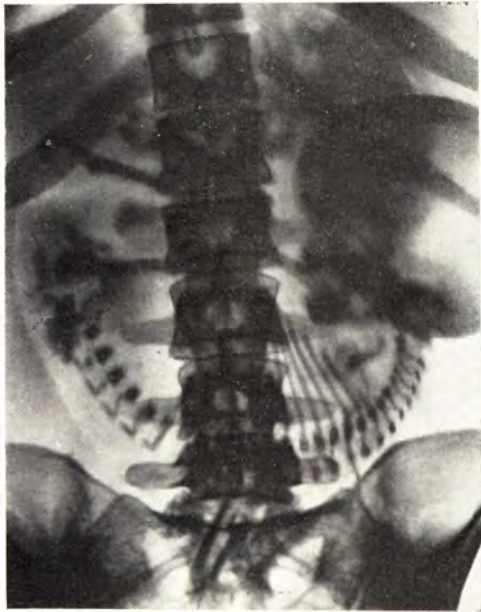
На прямой рентгенограмме живота поперечное положение плода, спинка его обращена книзу, головка слева от позвоночника матери; первая позиция.
